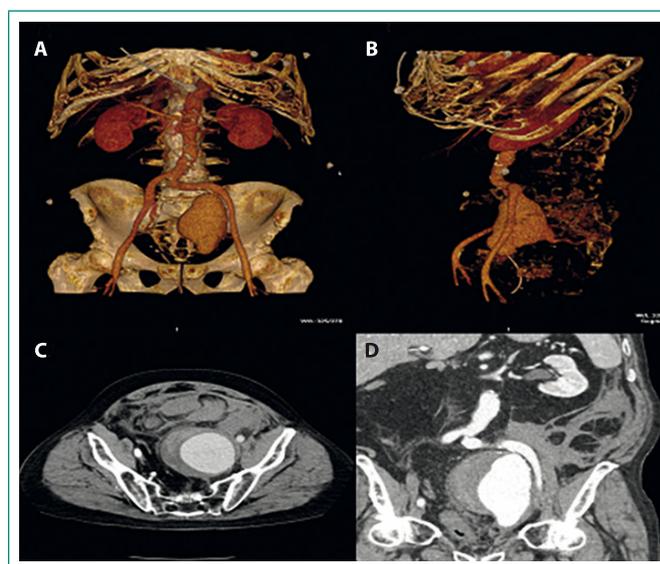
TC abdominopélvica: aneurisma de hipogástrica complicado. A-B: reconstrucciones en 3D; C: corte axial; D: corte coronal
